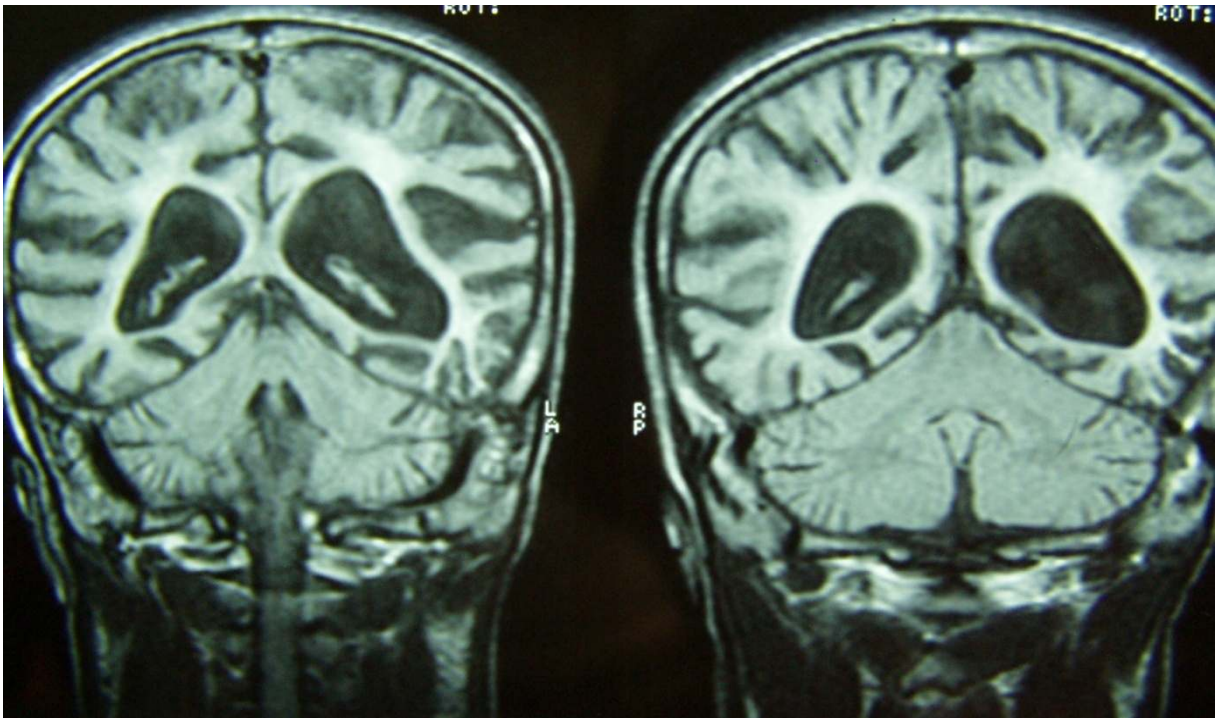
Klinik evre II MRG
